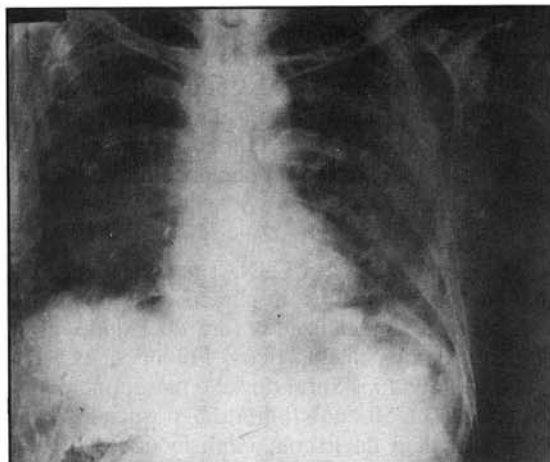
Radiografia de tórax, postero-anterior, 5 meses após início de tratamento, mostrando regressão parcial das lesões.
